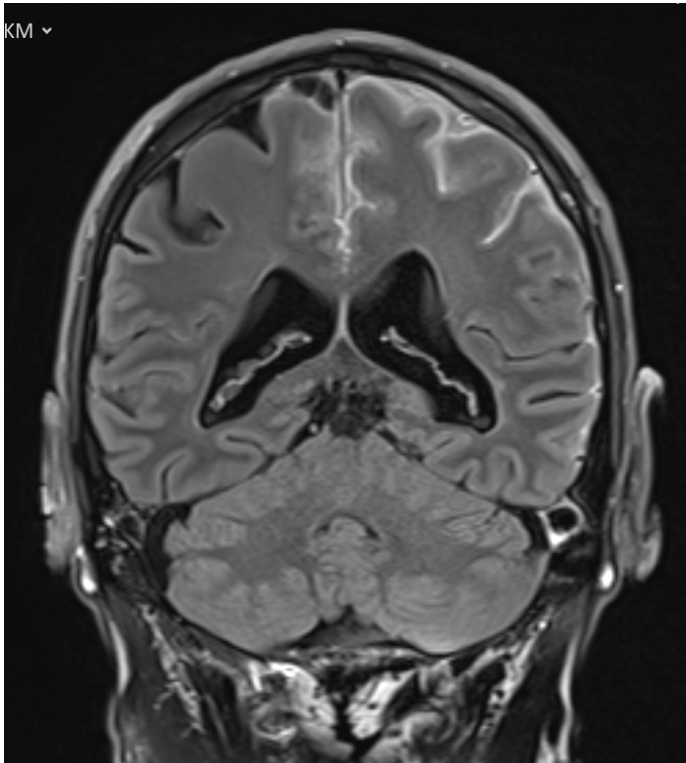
Kraniale Magnetresonanztomographie (koronar, FLAIR mit Kontrastmittel): Deutliches Kontrastmittel-Enhancement der Leptomeningen insbesondere linksseitig.
